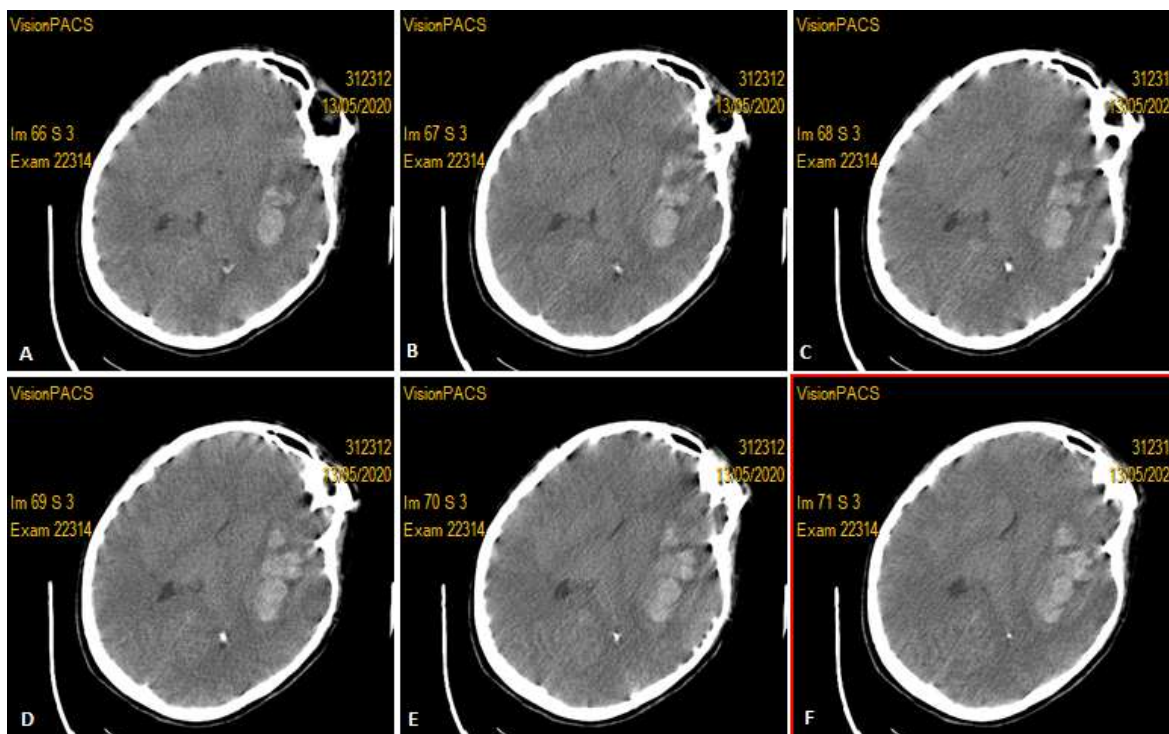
(A,B,C,D,E,F) TDM cérébrale non injectée qui objective un hématome intra parenchymateux gauche exerçant un effet de masse sur la ligne médiane
